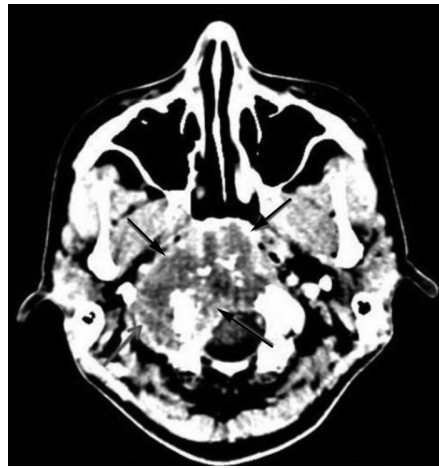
Хвора О., 29 р. КТ хондроми краніо-вертебрального з'єднання, типовий варіант росту.
